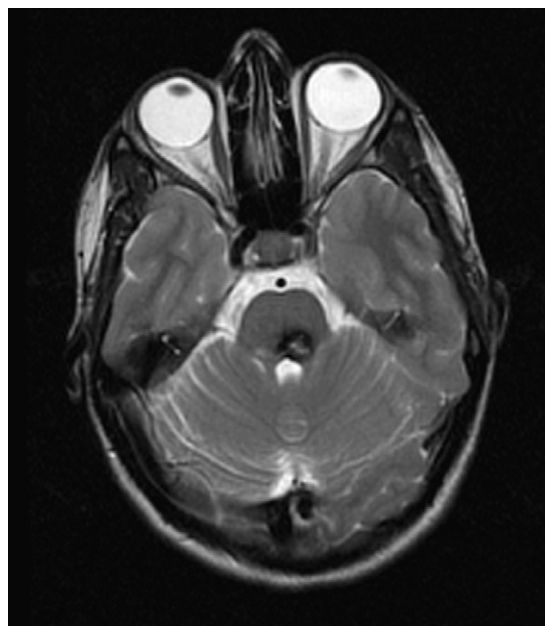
Imagen RM axial potenciada en T2\*. Restos de hemosiderina de hemorragia antigua en colículo inferior izquierdo de mesencéfalo.
